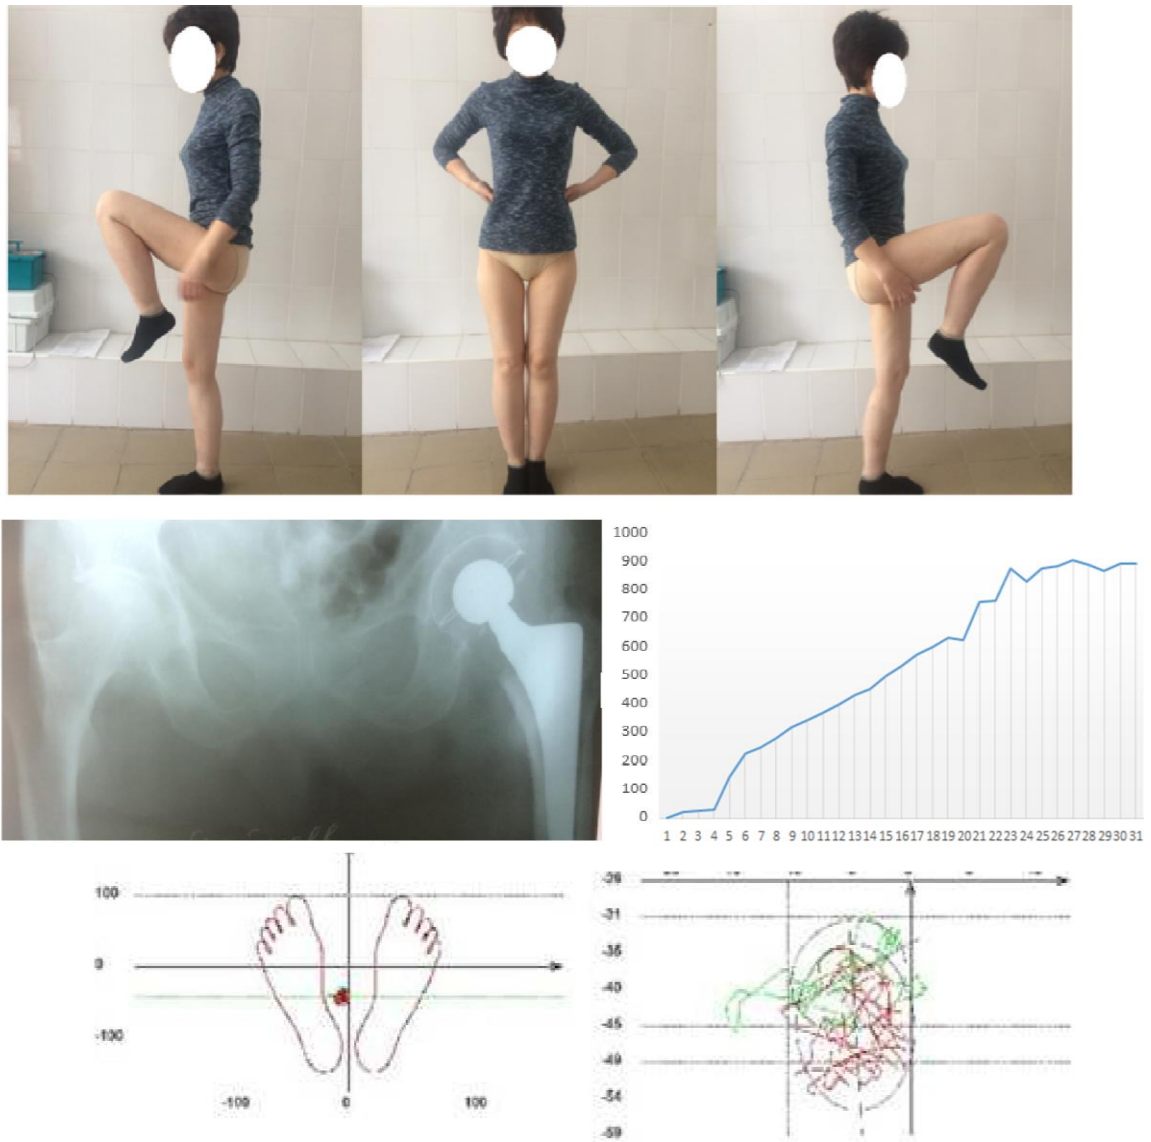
Пациент В., ♀ 1969 года рождения, диагноз: Состояние после эндопротезирования левого тазобедренного сустава (2016 г.). Ортопедический статус; рентгенограмма таза с захватом ТБС; ОЦД и статокинезиограмма; данные функциональной активности.
